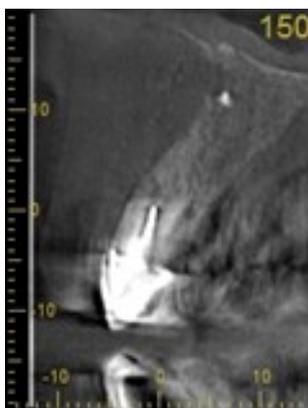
Рентгенологический срез в области II зуба; на рис. отображена плотная рентгеноконтрастная тень упакованного остеопластического материала в области апекса II.
